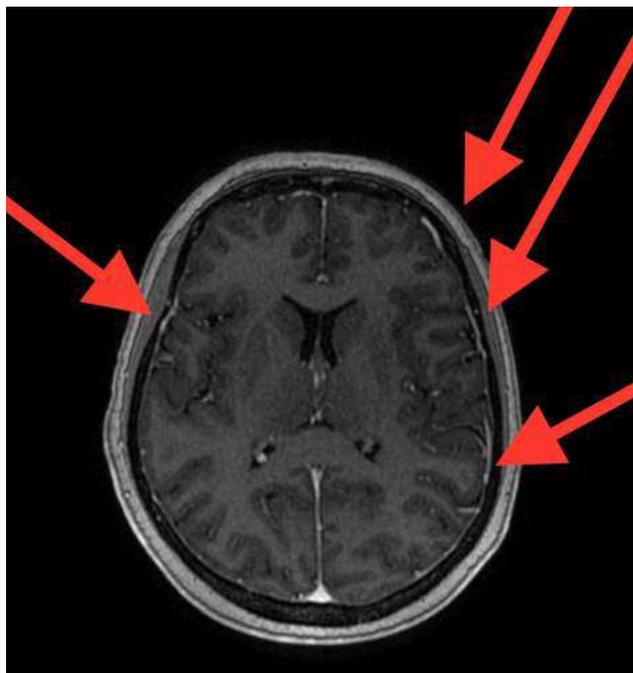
Imagens de RM de crânio de um caso com carcinomatose meníngea. Setas evidenciando pontos de disseminação.
